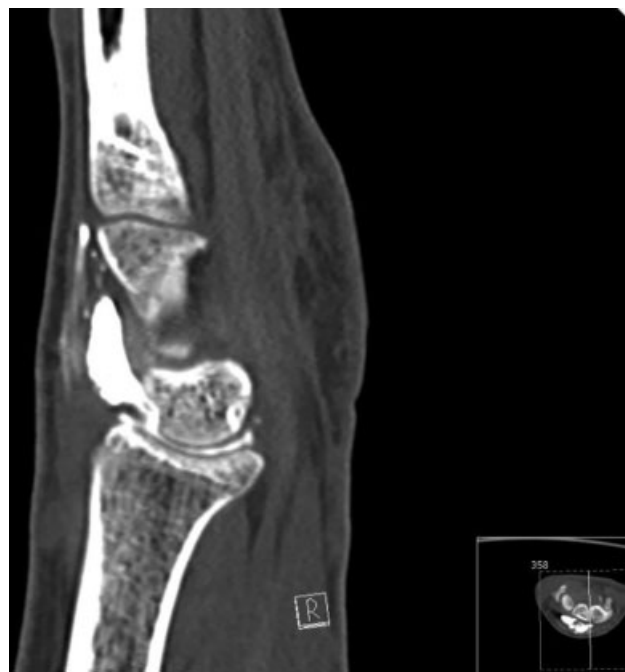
Artro Tomografía computarizada, caso 1.
